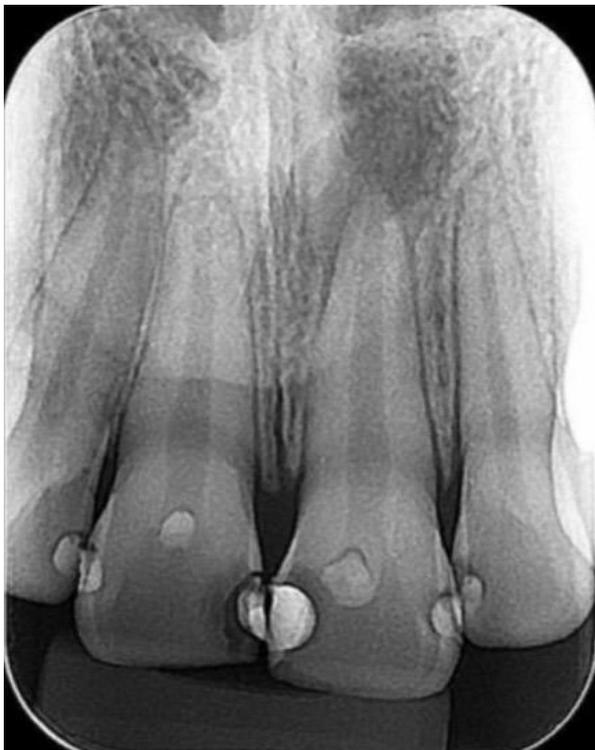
Radiografia Periapical de Incisivos Centrais. Fonte: Autores, 2024.
